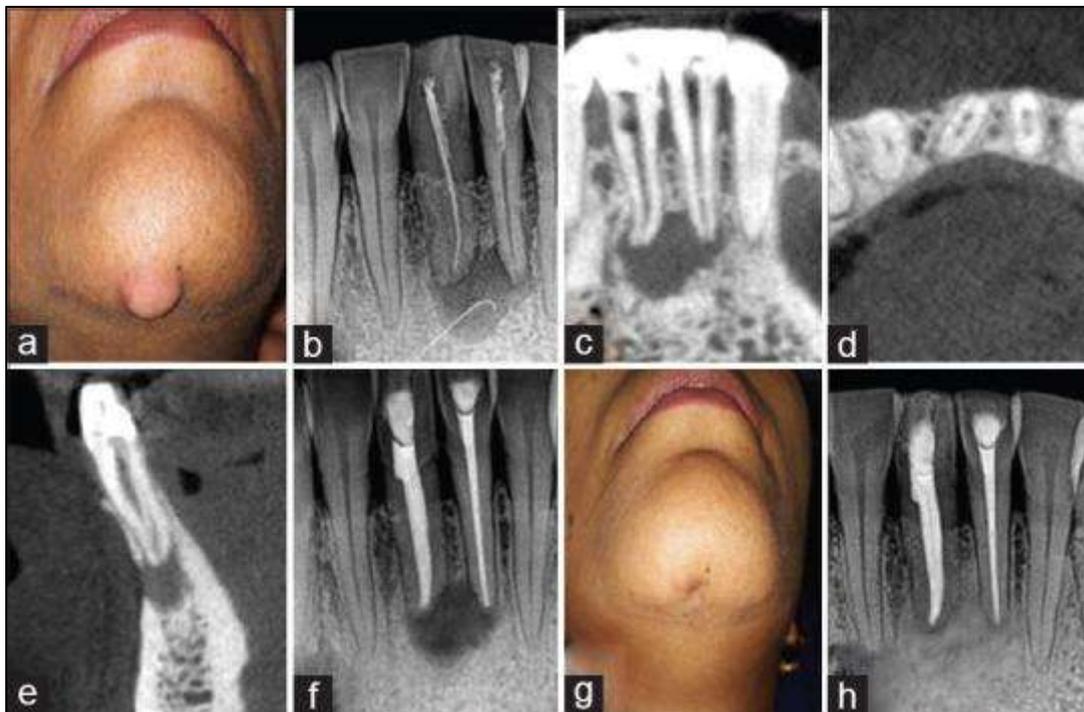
(a) Fotografía clínica que muestra inflamación submentoniana en la línea media, (b) radiografía preoperatoria con trazado de senos en relación con 31, 41, (c) vista de tomografía computarizada de haz de cono (TC) coronal, (d y e) secciones de TC axial y sagital que muestran presencia de dos conductos en 41, (f) finalización del retratamiento del conducto
